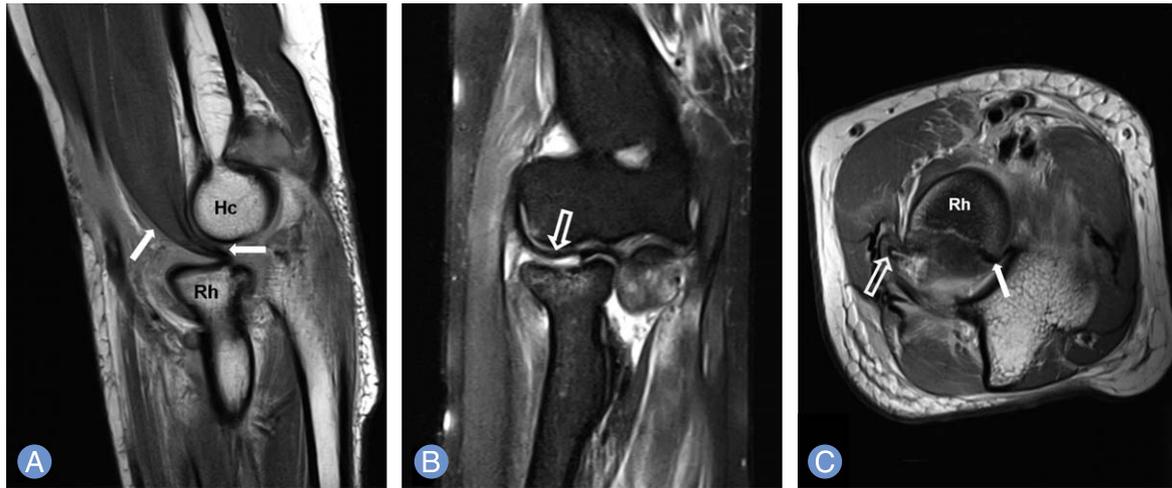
(A) Sagittal, proton density (PD)-weighted, fast spin echo (FSE) (repetition time [TR]/echo time [TE]: 3,310/24 msec) and (B) coronal fat suppression T2-weighted FSE (TR/TE: 4,000/52 msec) magnetic resonance (MR) images show the interposed brachialis muscle (arrows) and joint capsule (empty arrow) between anteriorly subluxed radial head (Rh) and the capitellum (Hc). (C) On axial PD-weighted FSE (TR/TE: 4,410/24 msec) MR images, the brachialis (arrow) and joint capsule (empty arrow) are also interposed between the fracture fragments of Rh.
